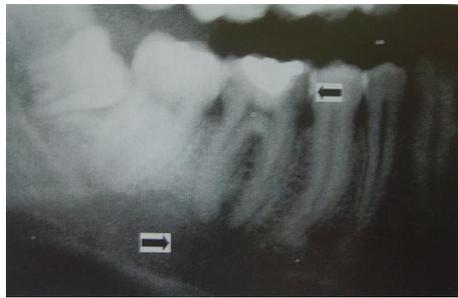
Detalle de la radiografía panorámica que muestra pérdida de estructura dental en la corona del diente No. 46 y radiolucidez apical.³⁵
